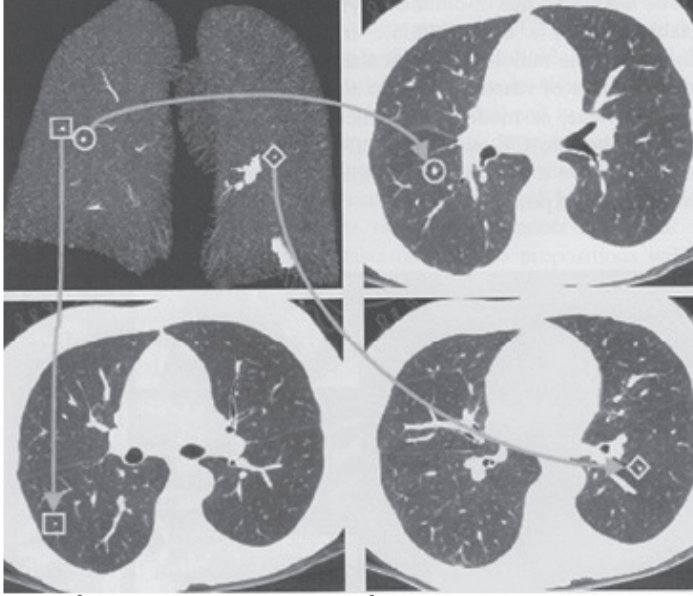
في اليسار: إسقاط شدة عظمى لرئة مجتزأ من مجموعة بيانات CT عالية الميز. في اليمين: أمثلة لعقد متنوعة المقاسات (أقطارها تساوي 2-20 مم)، مختفية ضمن متاهة الأوعية الدموية.
